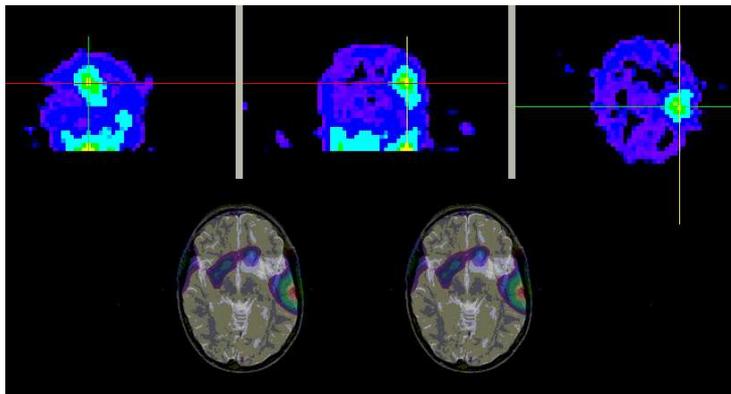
Las imágenes obtenidas en pruebas de medicina nuclear tienen una alta sensibilidad de respuesta en la detección de tumores pero un bajo poder de localización. Sin embargo, estas imágenes fundidas con imágenes de resonancia magnética proporcionan altos niveles de sensibilidad y una buena localización. (Por cortesía de la Unidad de Medicina y Cirugía Experimental, Hospital General Universitario Gregorio Marañón de Madrid).
